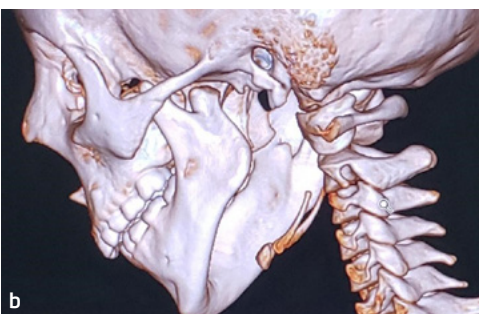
TAC 3D lat. izq. preoperatorio.
